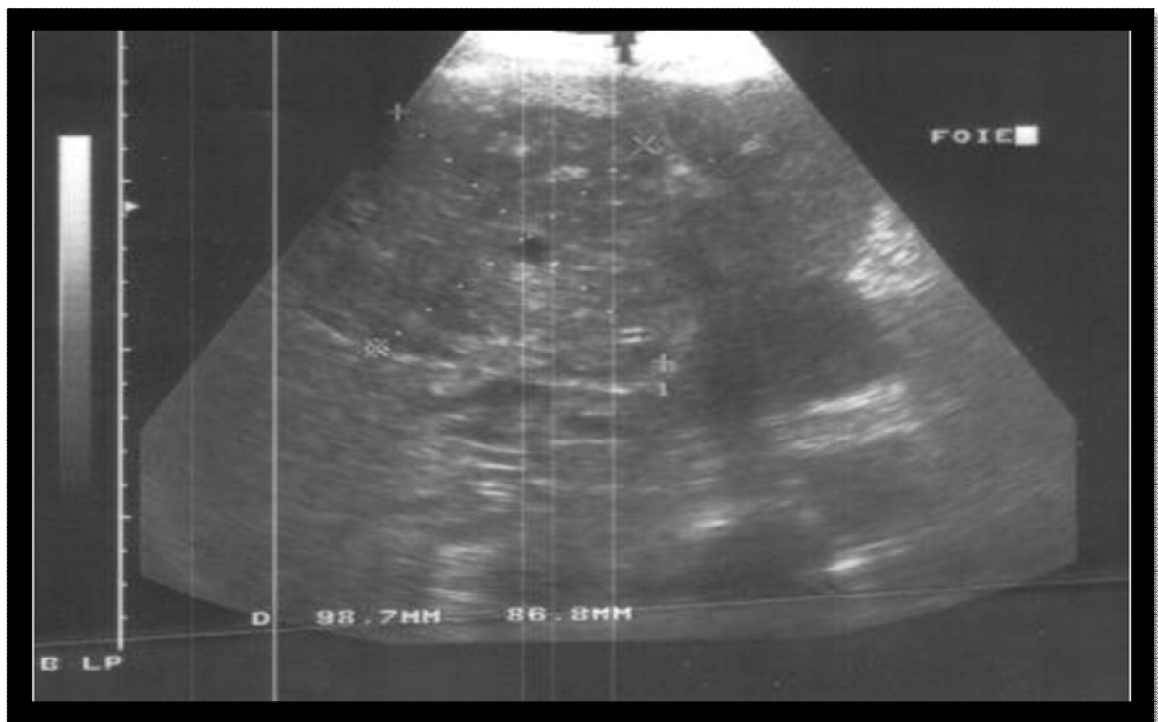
Coupe échographique montrant une volumineuse masse tumorale hétérogène de 9cm occupant le lit vésiculaire et débordant sur les segments IV et V. Elle refoule le TP et comprime la VBP [76]
